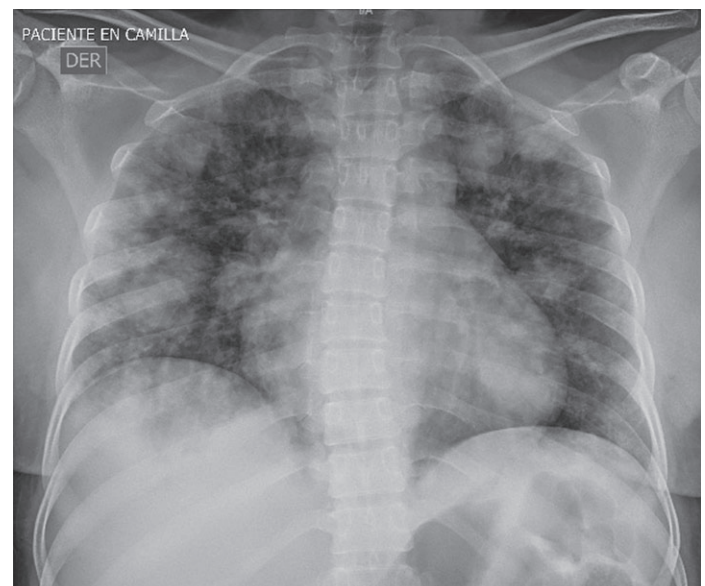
Radiografía de tórax donde se advierten las consolidaciones pulmonares bilaterales quizá metastásicas.
